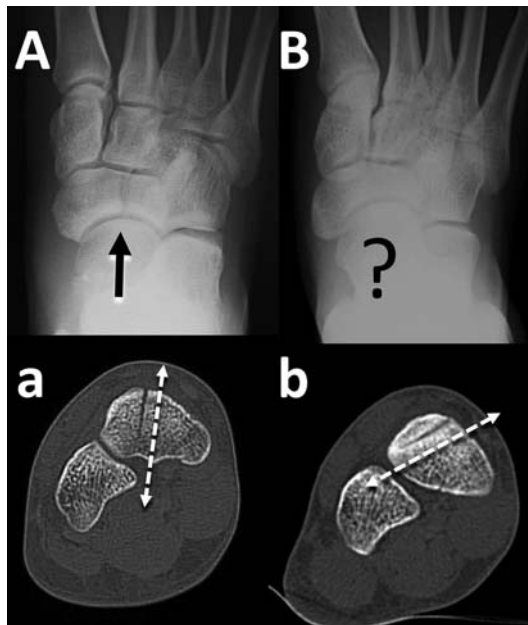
骨折線方向により単純X線写真で確認可能な場合(A,a)と確認できない場合(B,b)がある。下段はCT像における冠状断である。
